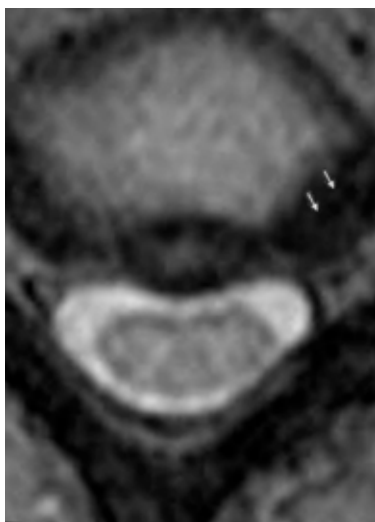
МРТ зображення лівобічної задньобічної грижі С4-С5 (стрілки).
